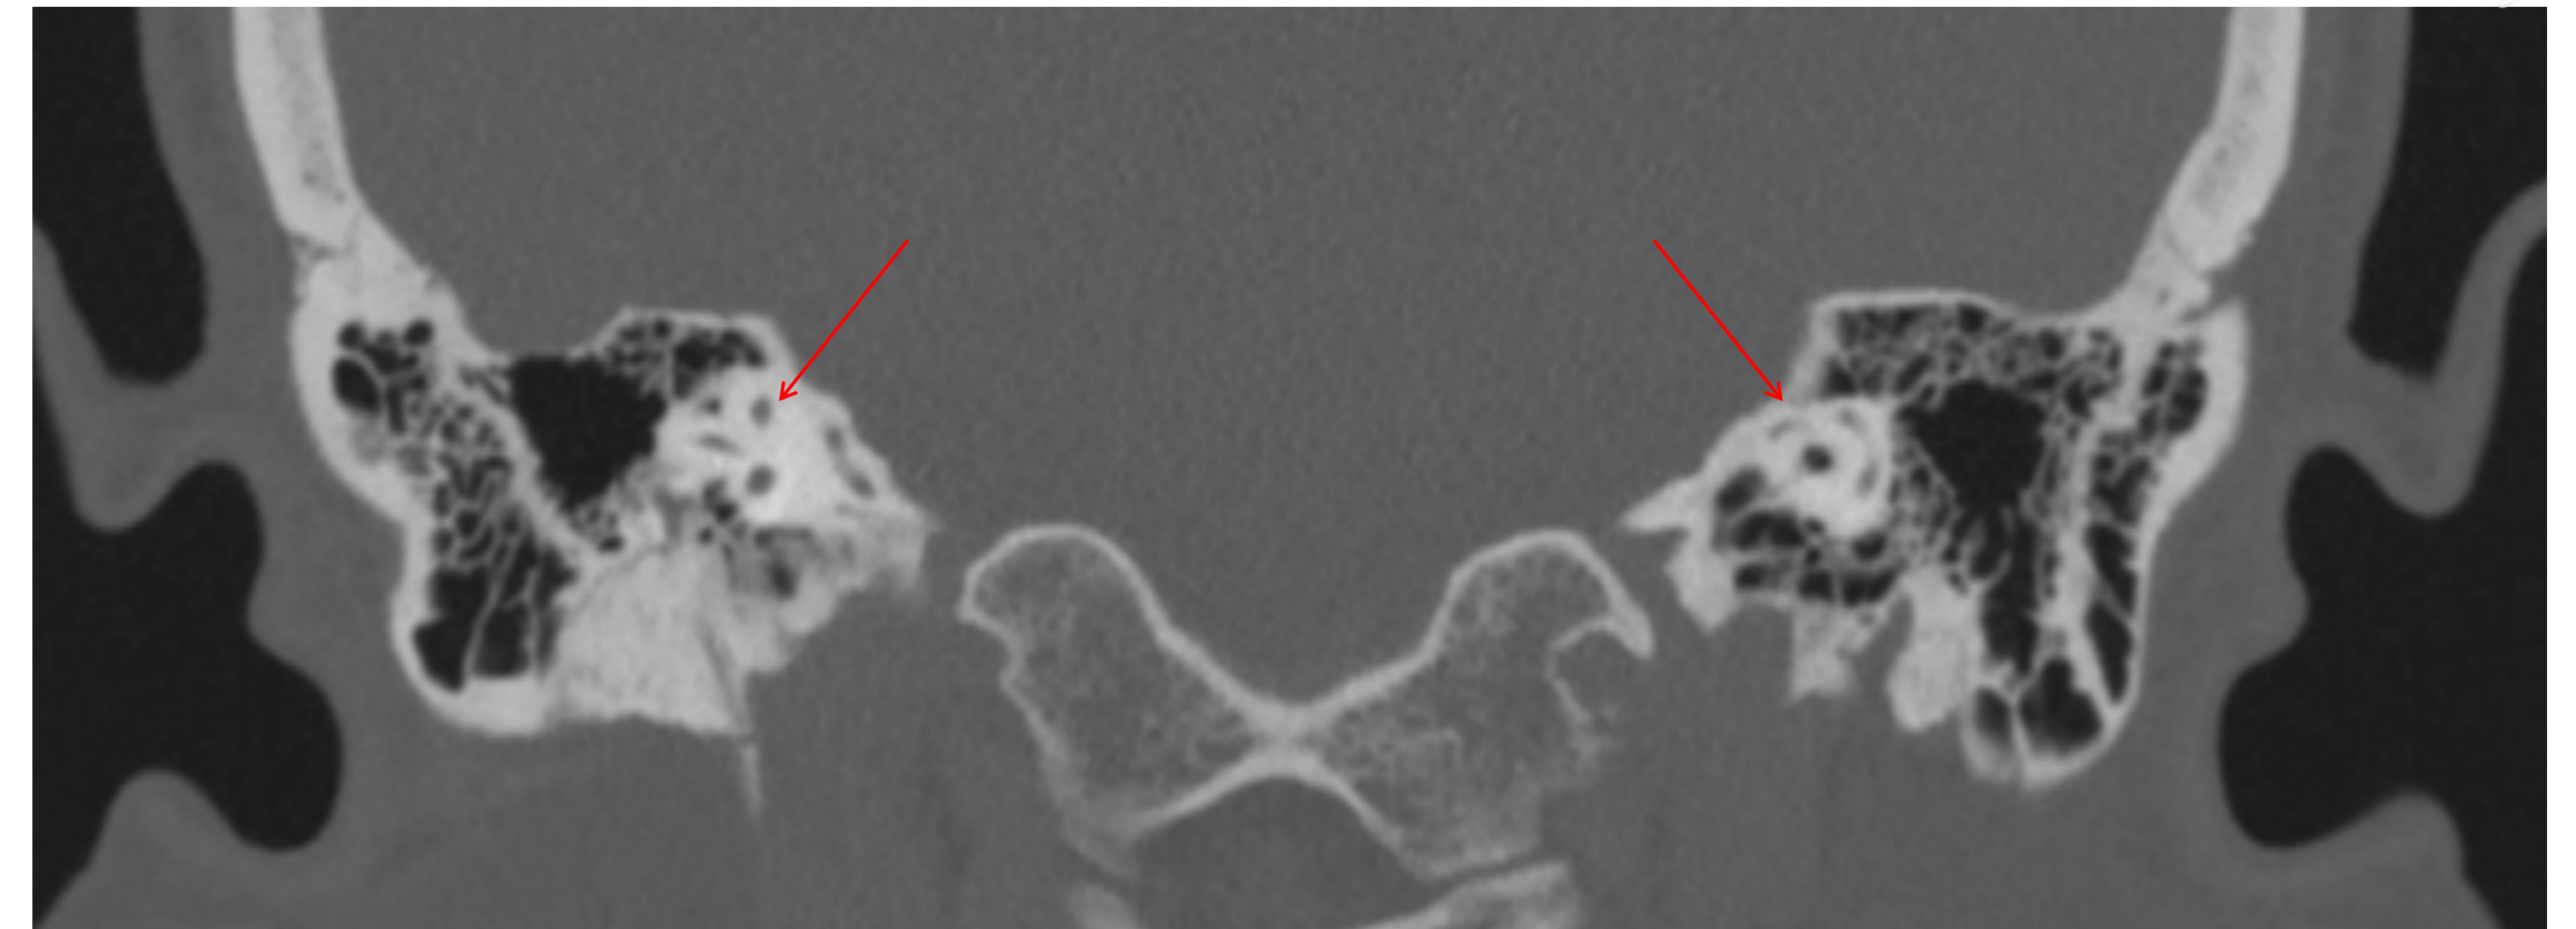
Corte coronal de tomografía de oídos
